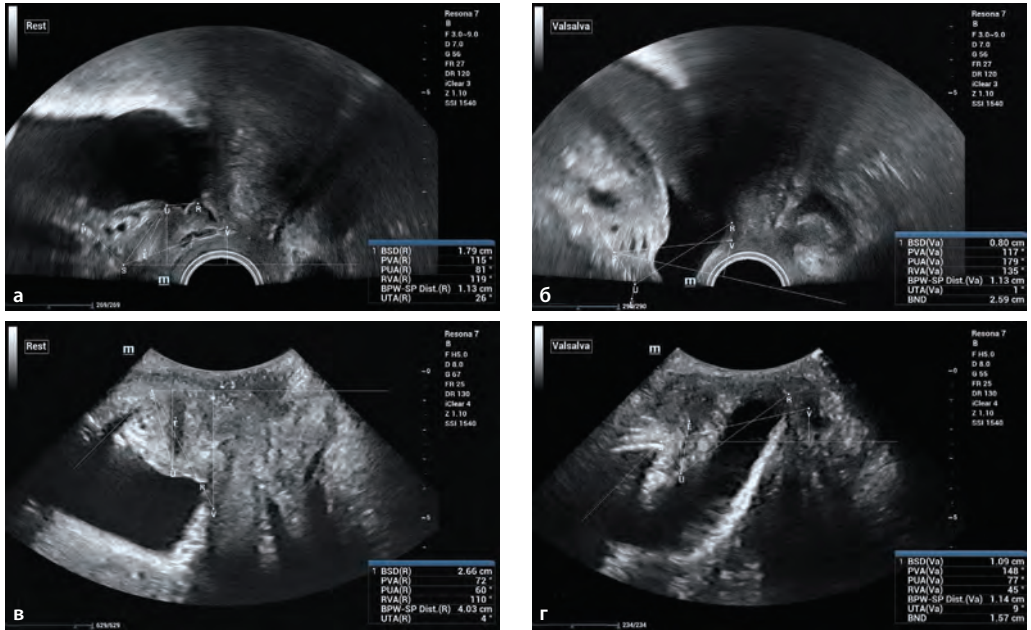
Цистоцеле III степени и стрессовое недержание мочи. Эхограммы. ТВУЗИ. Режим 2D. В покое (а) и при проведении пробы Вальсальвы (б). ТПУЗИ. В покое (в) и при проведении пробы Вальсальвы (г).
